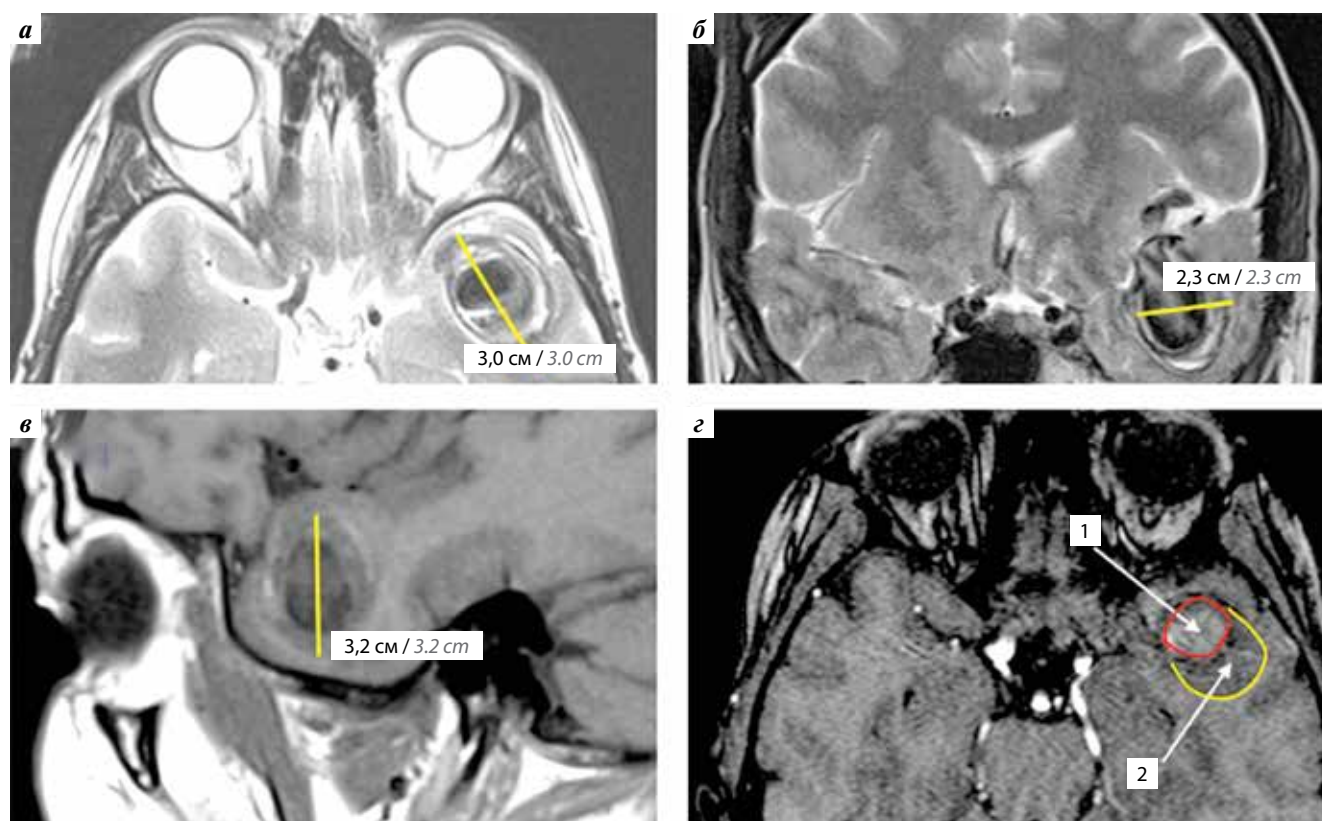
МРТ головного мозга: а – аксиальная проекция, T2-режим; б – фронтальная проекция, T2-режим; в – сагиттальная проекция, T1-режим; г – МР-ангиография, TOF-режим; 1 – контрастируемая часть церебральной аневризмы (ЦА); 2 – тромбированная часть ЦА
